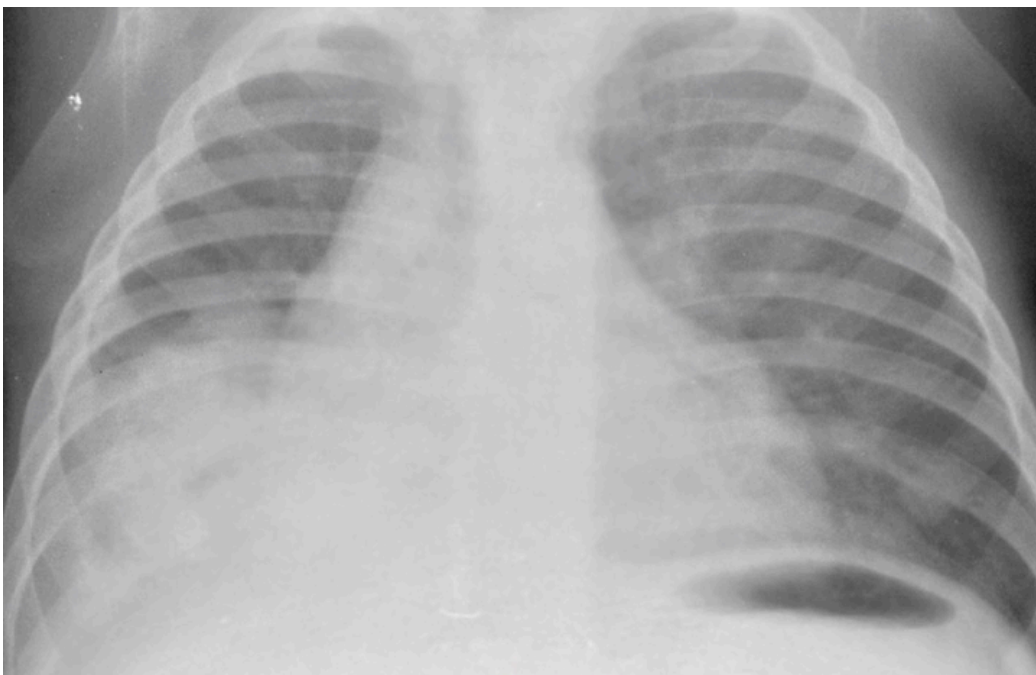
Radiographie pulmonaire : large opacité parenchymateuse chez un enfant ayant une tuberculose primaire*
